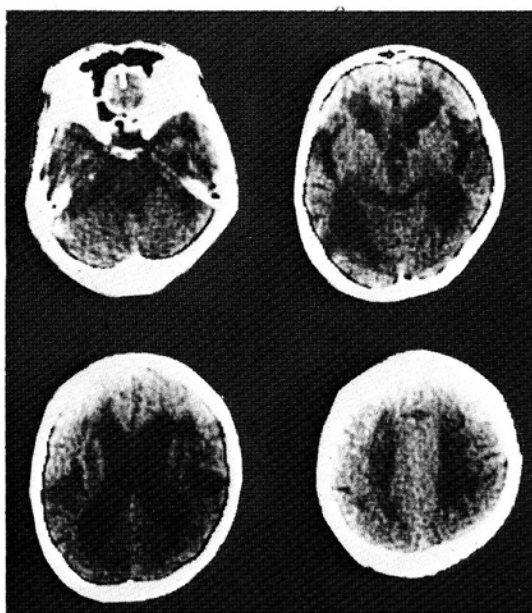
CT scans show brain atrophy with enlarged ventricles, sylvian fissures, cortical sulci and basal cistern. case 3
